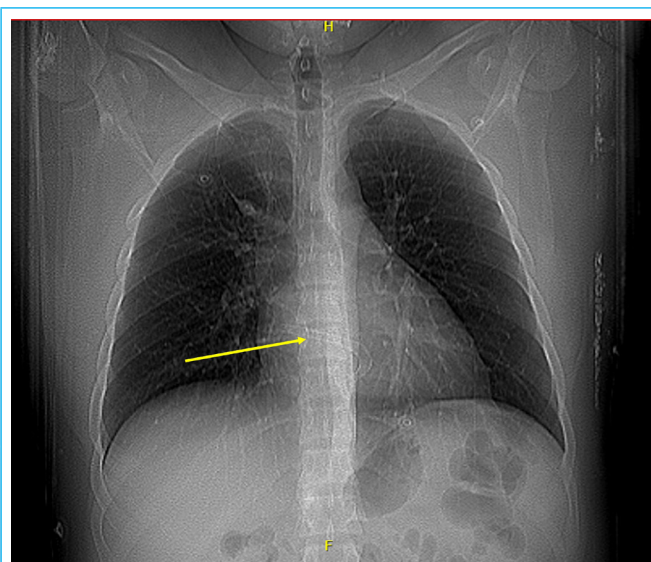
Radiografía de tórax de ingreso en proyección anteroposterior con evidencia de *stent* intracardiaco.
